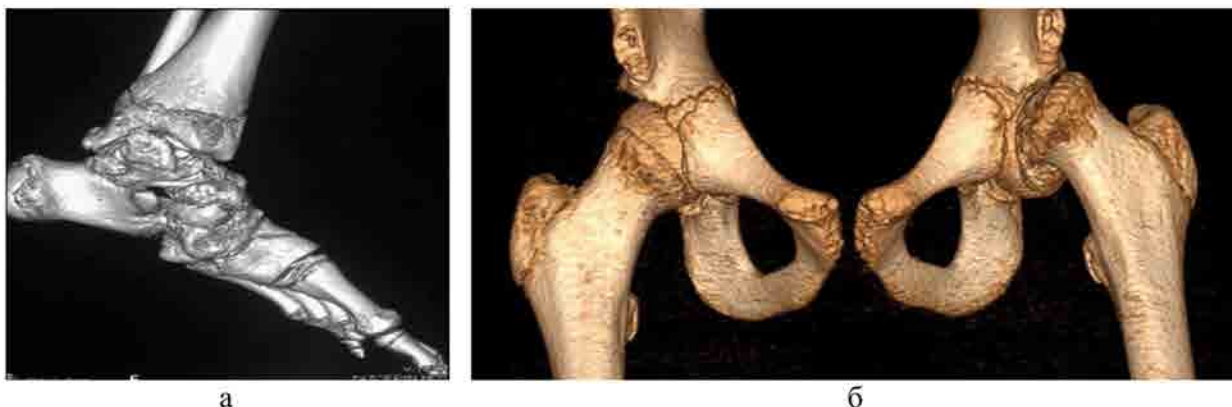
МСКТ (3D-реконструкции) пациентов с изменением конфигурации МЭ нижних конечностей (разные дети): а – пациент Л. 14 лет с диагнозом «Мономелическая форма эпифизарной дисплазии скелета»; б – пациент У. 15 лет с диагнозом «Юношеский эпифизолиз головки бедренной кости», определяется смещение шейки бедренной кости относительно эпифиза
